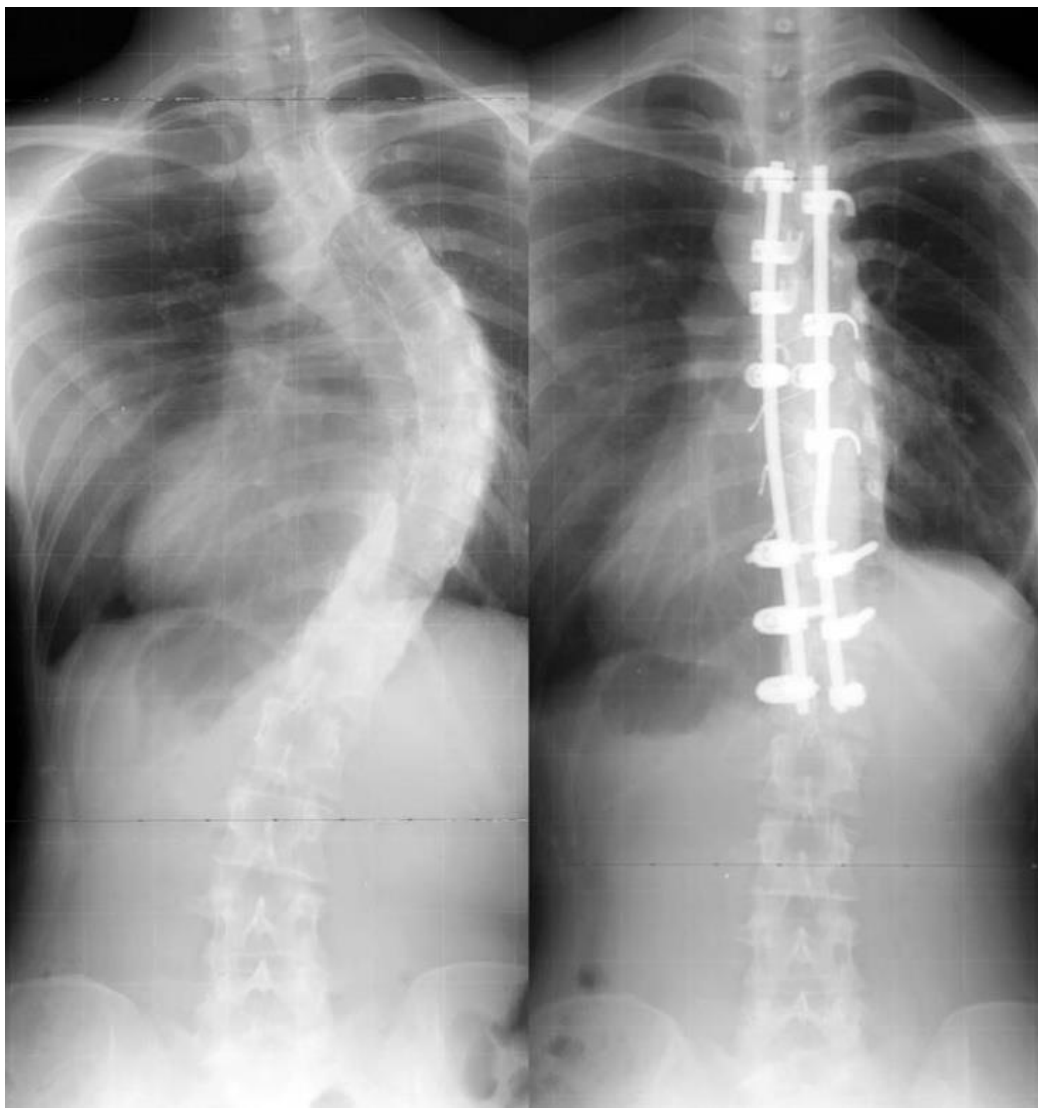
Radiographies face postérieures (gauche : préopératoire ; droite : postopératoire) d'une scoliose idiopathique thoracique à convexité droite, corrigée par une arthrodèse postéro-latérale avec tiges de Harrington, vis pédiculaires et crochets (78).
